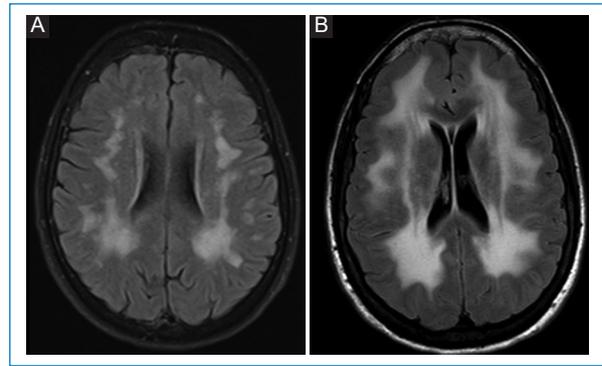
Hallazgos en la RM de pacientes con migraña. (A) Paciente de 60 años. En secuencia FLAIR se observan focos de gliosis subcorticales y confluyente periventricular. (B) Paciente de 51 años. En secuencia FLAIR se observan focos de gliosis confluentes a nivel subcortical y periventricular con compromiso predominante frontoparietal.
